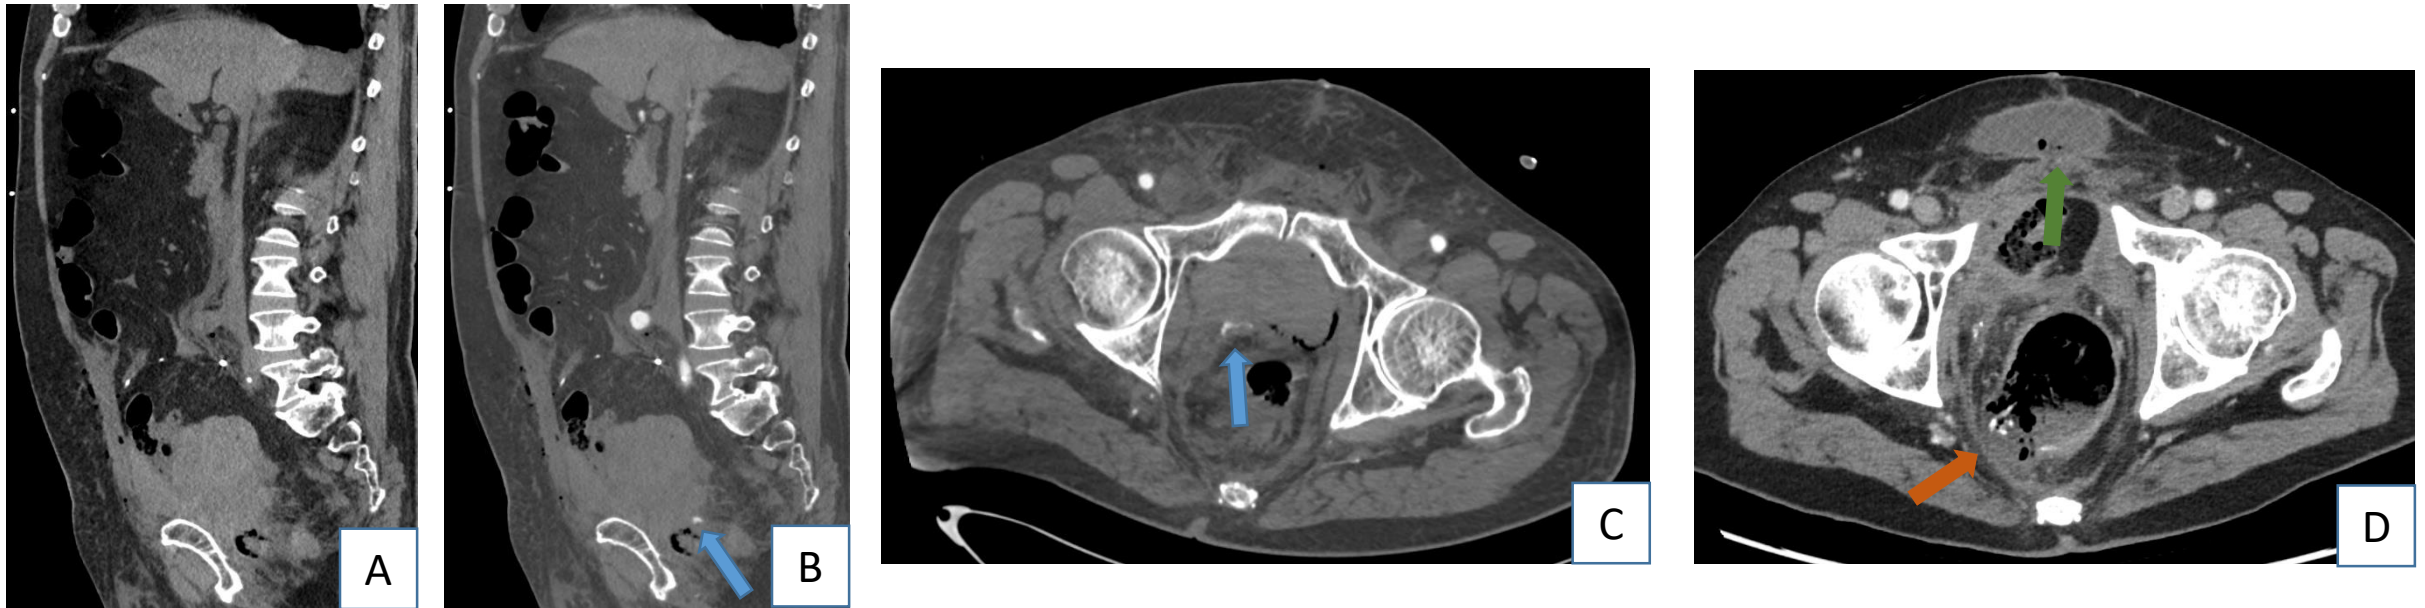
TC abdominal sin (A) y con CIV en fase arterial plano sagital (B) y axial (C) en paciente con cistectomía radical y reconstrucción tipo Bricker por neoplasia vesical. En el lecho quirúrgico se visualiza una colección espontáneamente hiperdensa con un foco de extravasación de contraste, compatible con hematoma con sangrado arterial activo (flecha azul). Se embolizó la arteria pudenda interna y unos días después presenta empeoramiento del estado general por lo que se realiza otra TC (D) en la que se observa ausencia de captación y solución de continuidad con salida de contenido en la pared posterolateral derecha del recto, en relación con necrosis y perforación del recto (flecha naranja). Se visualiza también una colección en la pared abdominal anterior infraumbilical con burbujas en su interior (flecha verde).
